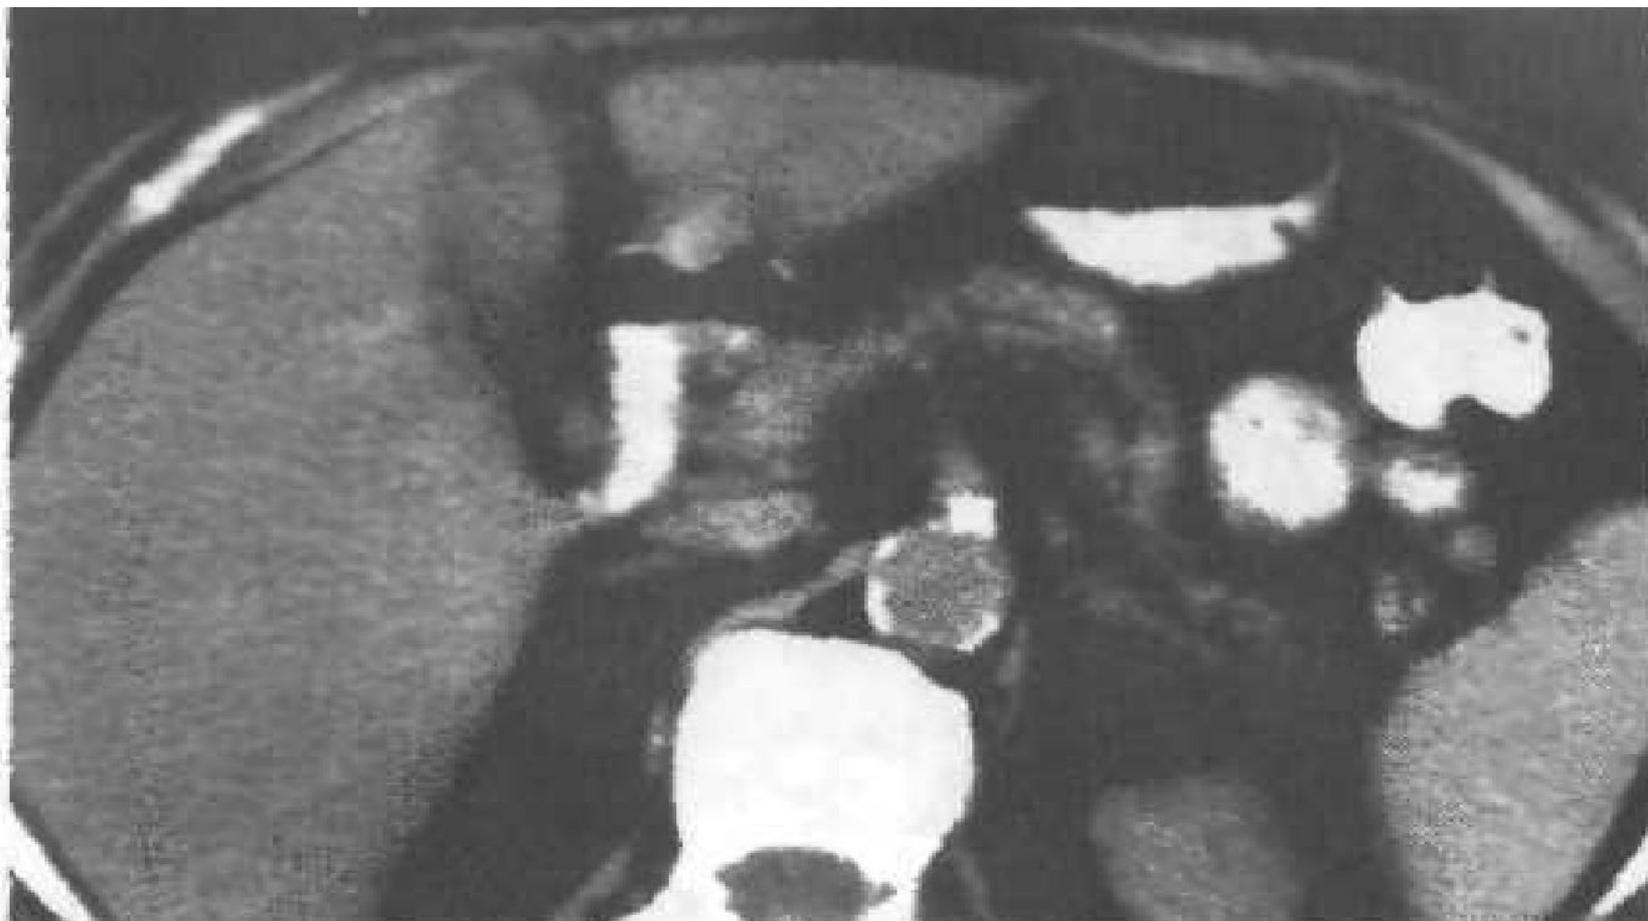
КТ.Хронический обструктивный панкреатит. Железа уменьшена в размерах, паренхима уплотнена за счёт фиброза, главный панкреатический проток неравномерно расширен.
